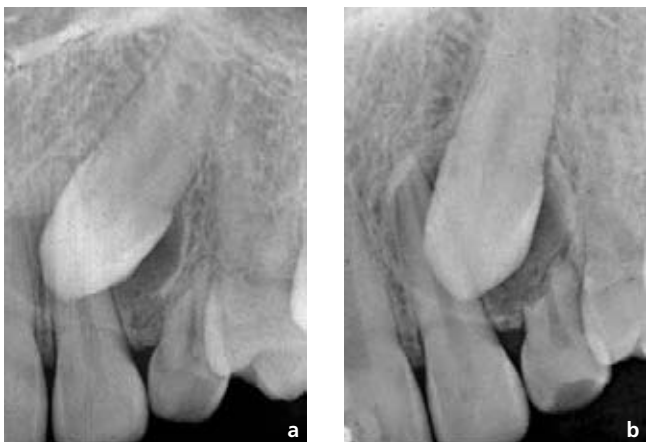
Tecnica di Clark: a) radiografia con proiezione ortogonale: la corona di 23 apparentemente copre completamente la radice di 22; b) proiezione con spostamento in direzione distale del tubo radiogeno: la corona di 23 si sposta nella stessa direzione scoprendo parzialmente la radice di 22. L'elemento incluso è palatale.
